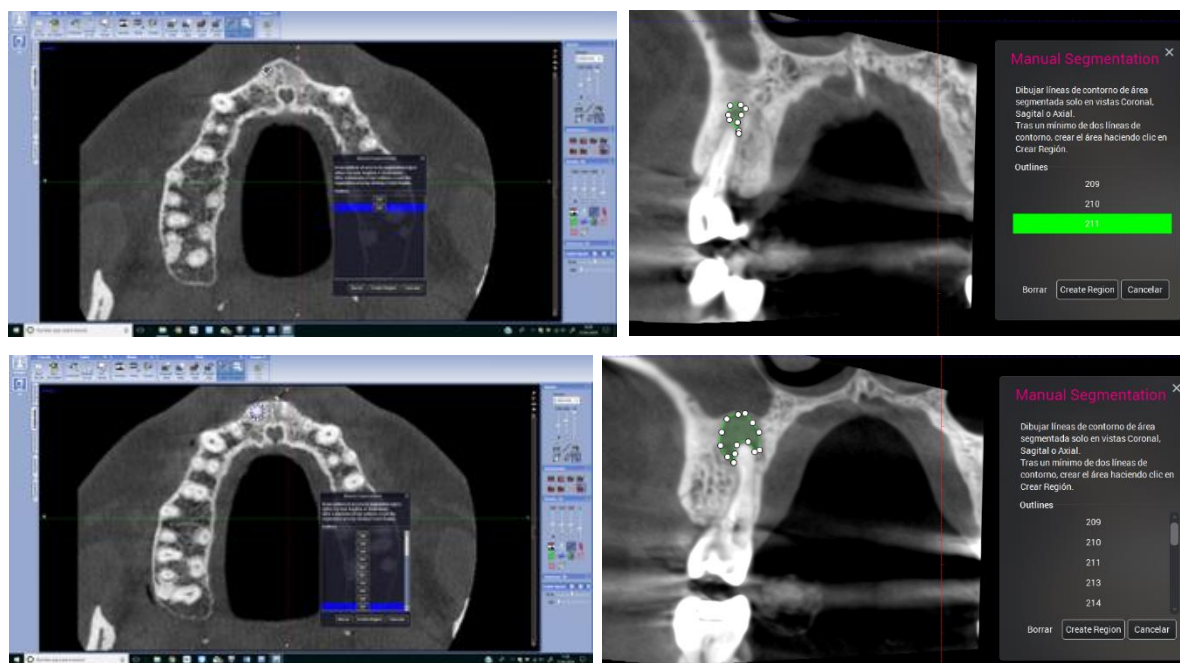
Cortes coronales donde se observa el área periapical del diente 1.5. Aparecen marcadas las mediciones realizadas sobre el área.
